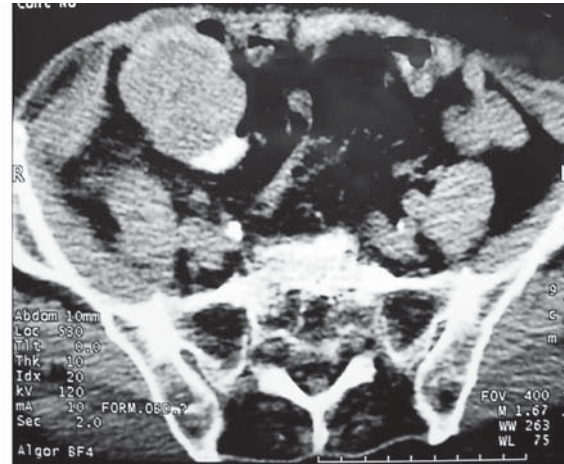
CT demonstrating an appendiceal mucocele.
